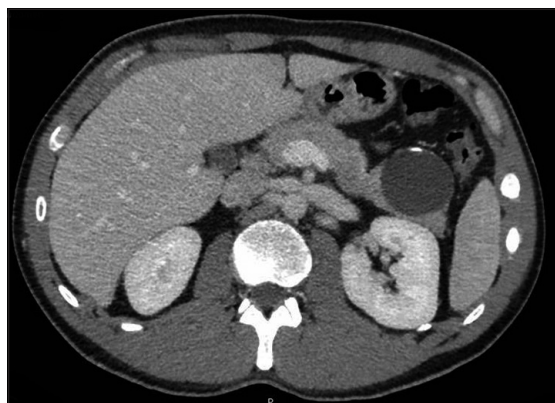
Imagen de corte axial de tomografía computarizada abdominopélvica con contraste donde se visualiza la lesión pancreática.
